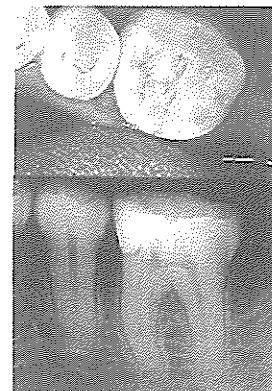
복합레진 인레이 수복후 6개월된 모습과 x-ray
